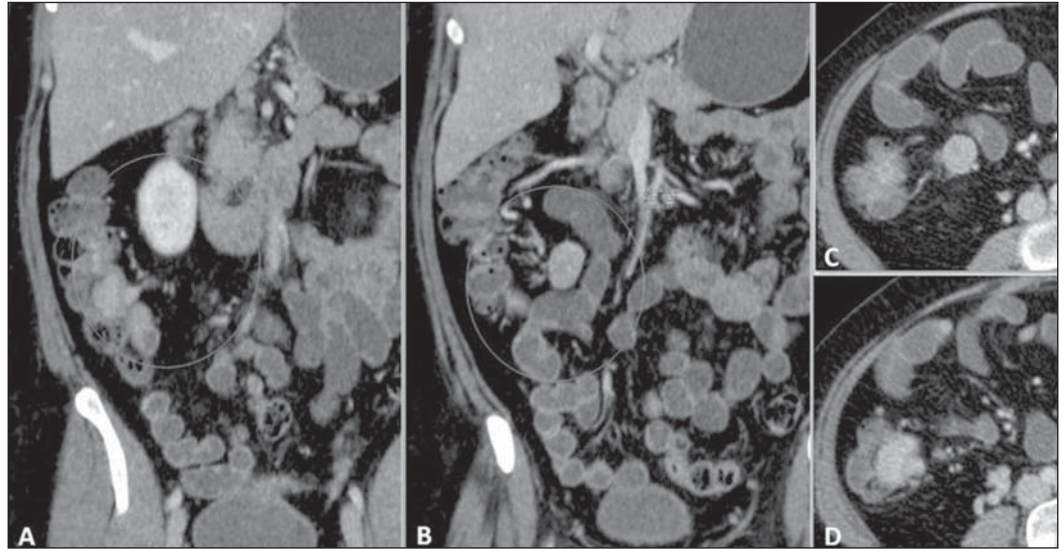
Entero-TC, plano coronal (A,B) e plano axial (C,D): lesão expansiva hipervascular no íleo terminal. Linfonodomegalia mesentérica regional. Anatomopatológico: carcinoide de íleo terminal com comprometimento linfonodal.
